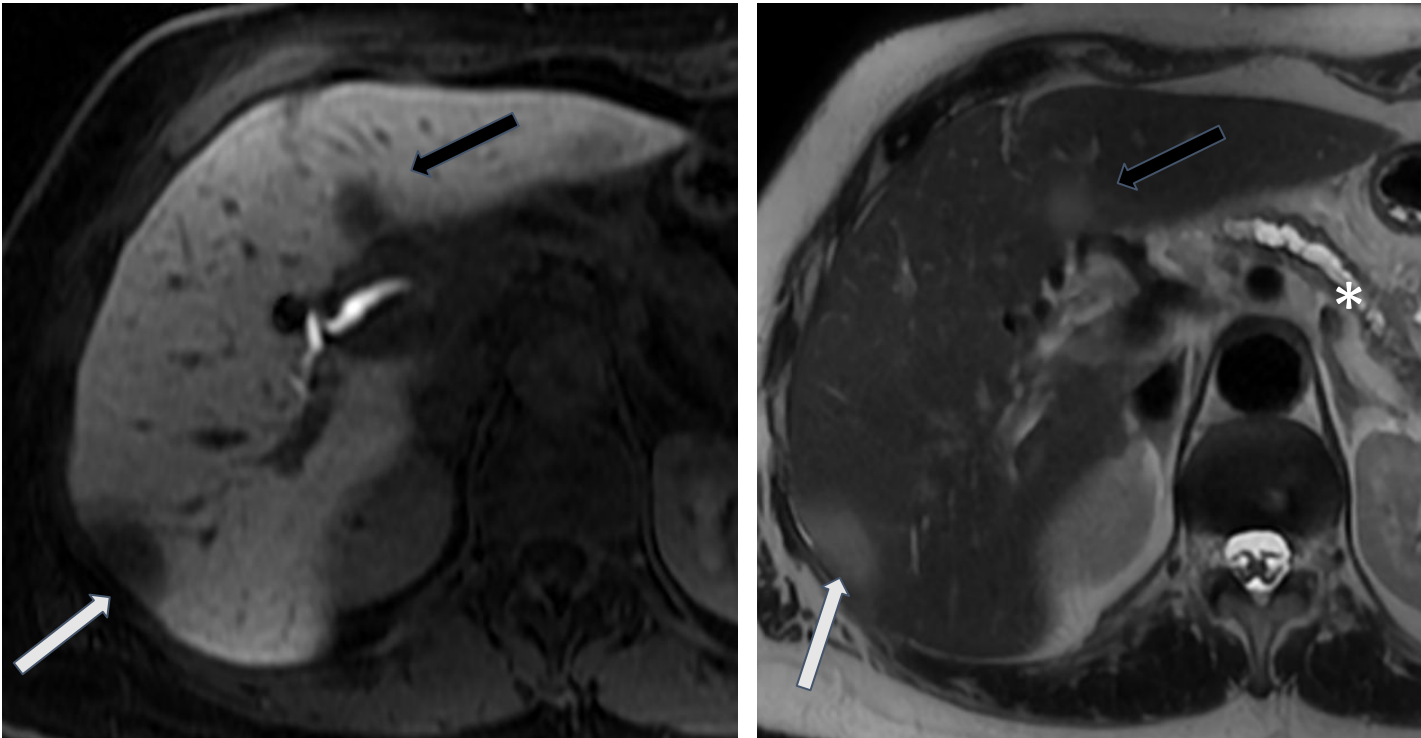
RM hepática dinámica tras administración de gadolinio iv (gadoksetato disódico -Primovist ®-) en fase hepatocitaria del contraste 20 min postinyección:
